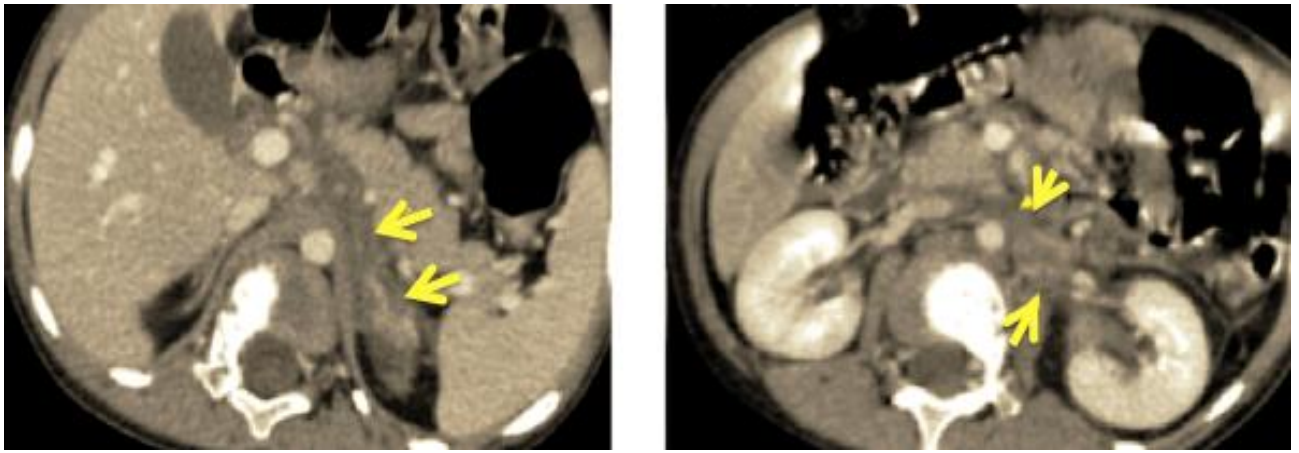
КТ в процессе неoadьювантной ПХТ
